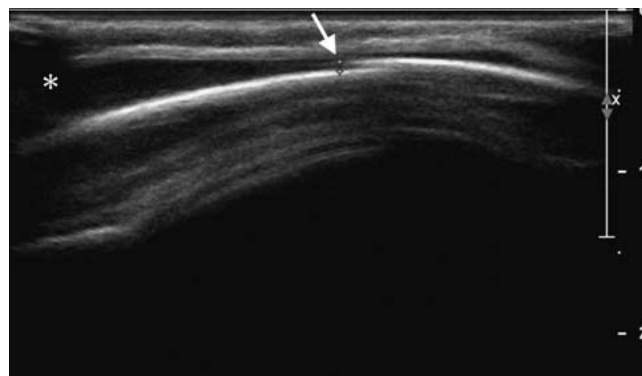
Sonografisches Bild einer Kalottenfraktur mit 1 mm breiter Stufe (↑) und Galeahämatom (*) bei einem 8 Monate alten Säugling nach Sturz auf den Kopf.
